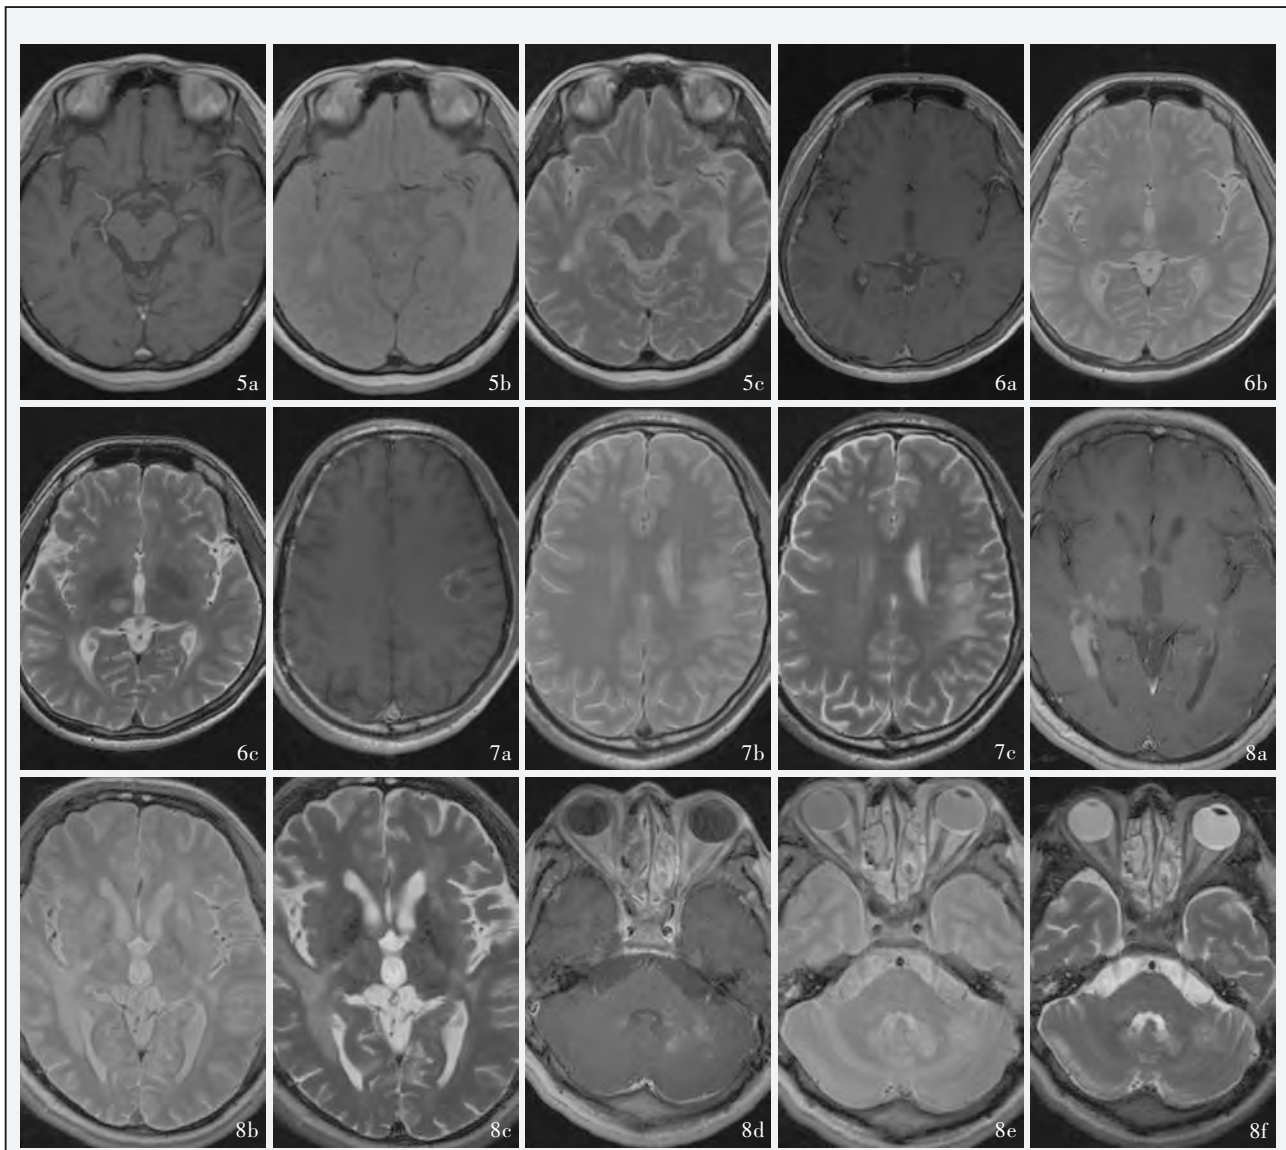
不同扫描序列 MRI 检查显示右侧丘脑病灶,边界清晰 5a 横断面 T₁WI 增强扫描病灶呈低信号(黑洞) 5b PDWI 平扫病灶呈高信号 5c 横断面 T₂WI 平扫病灶呈高信号 图 6 不同扫描序列 MRI 检查所见 6a 横断面 T₁WI 增强扫描,左侧半球深部白质大病灶呈中央不规则环状强化,强化表现持续至随访的第 10 个月 6b PDWI 平扫 6c 横断面 T₂WI 平扫 图 7 不同扫描序列 MRI 检查所见 7a 横断面 T₁WI 增强扫描,脑室旁斑片状病灶呈低信号(条片状黑洞) 7b PDWI 平扫脑室旁斑片状病灶呈高信号 7c 横断面 T₂WI 平扫脑室旁斑片状病灶呈高信号 图 8 不同扫描序列 MRI 显示双侧脑室旁、基底节、左侧结合臂、小脑多发大病灶,致密或斑片状显著强化 8a 横断面 T₁WI 增强扫描,病灶明显强化(基底节层面) 8b PDWI 平扫(基底节层面) 8c 横断面 T₂WI 平扫(基底节层面) 8d 横断面 T₁WI 增强扫描,病灶明显强化(小脑层面) 8e PDWI 平扫(小脑层面) 8f 横断面 T₂WI 平扫(小脑层面)
